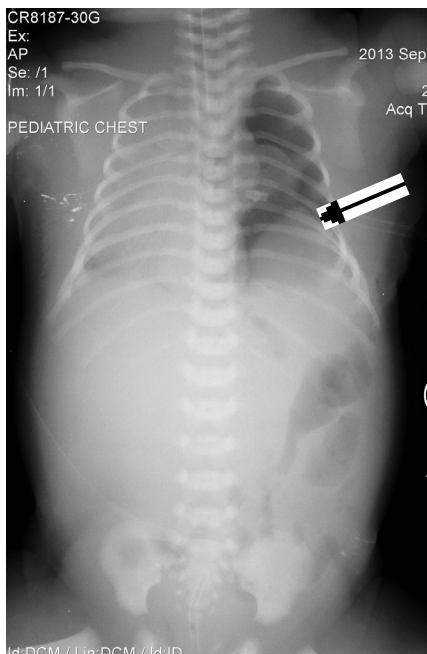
Рентгенограма органів грудної і черевної порожнин (пряма проекція) новонародженої дівчинки У. з агенезією лівого купола діафрагми, 1-ша доба після операції. Стрілкою показано сформований купол діафрагми, який піднімається в порожню грудну порожнину.
